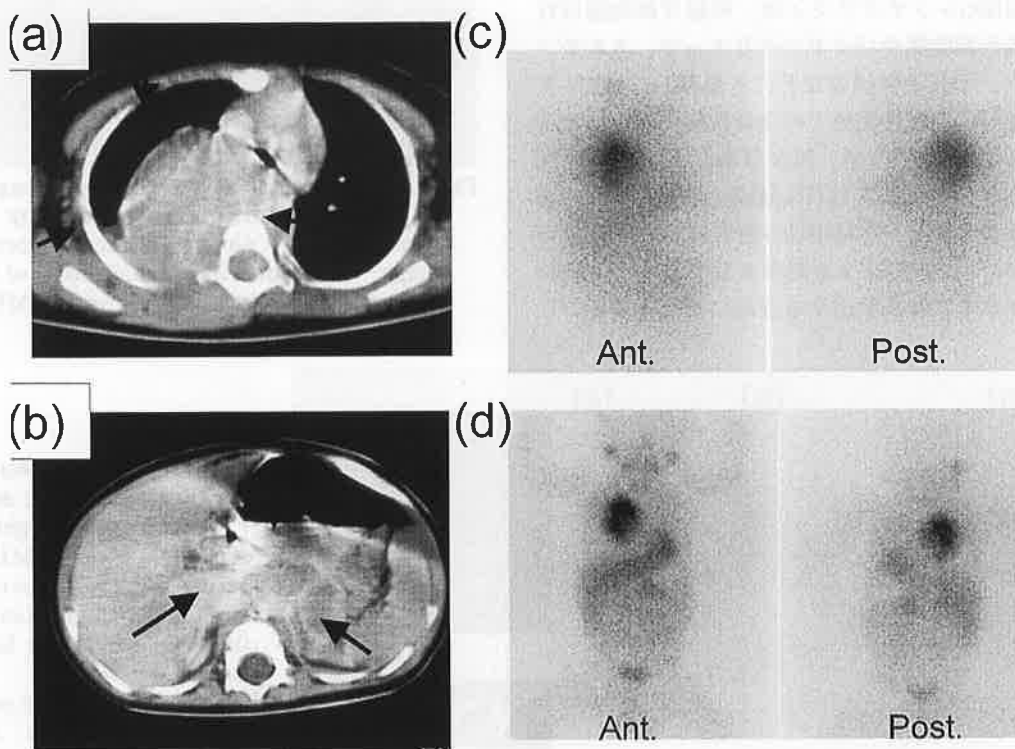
Comparison of the images between ^{131}I -MIBG and ^{123}I -MIBG scintigraphy in a case of multicentric neuroblastoma of an 8-year-old girl
